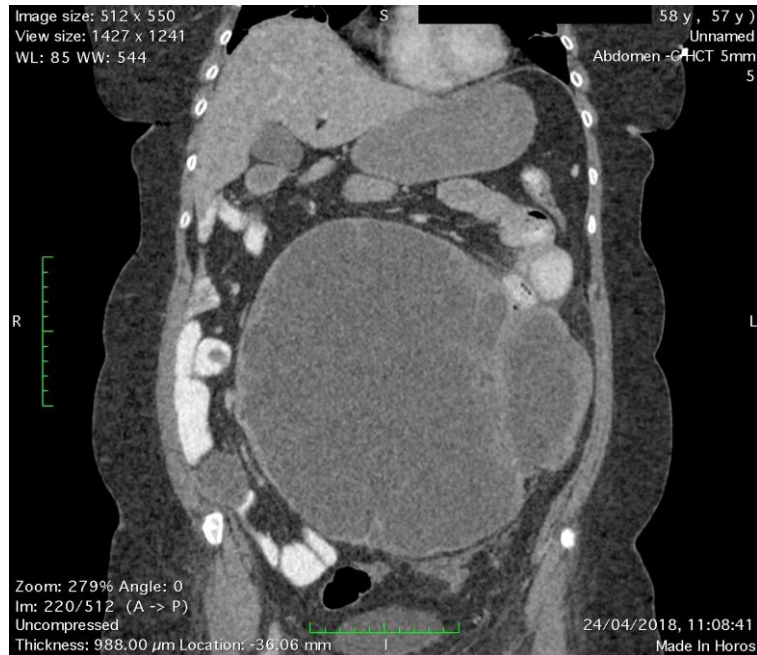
КТ хворої Г. перед сьомою циторедуктивною операцією.
